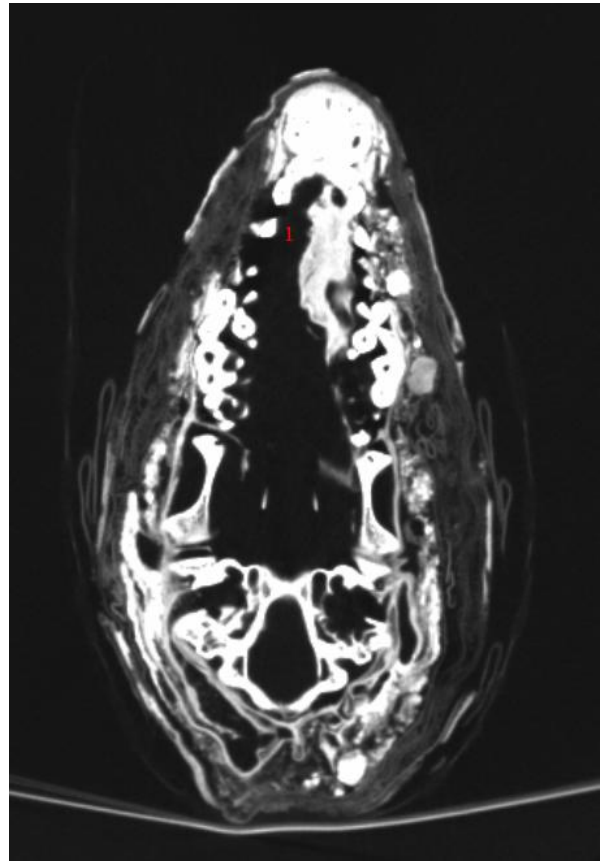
Axialer Schnitt auf Höhe C1 der altägyptischen Hundemumie im CT-Datensatz
